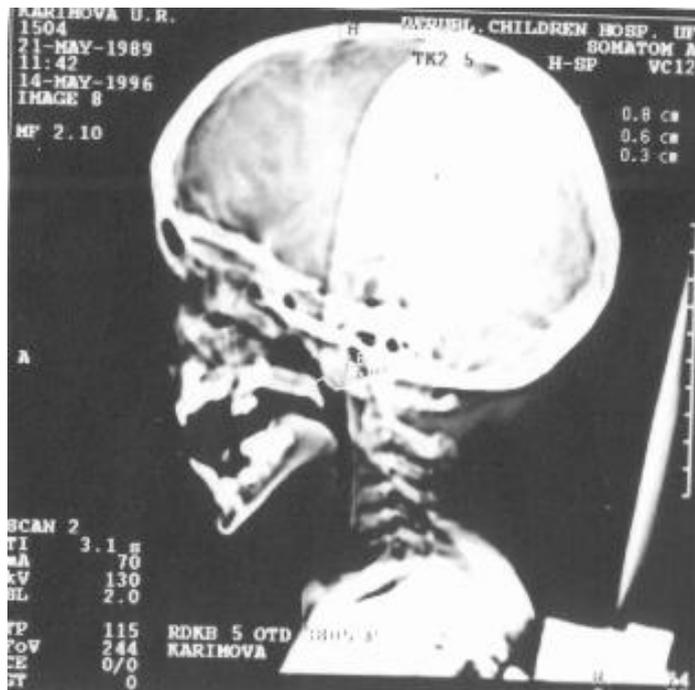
Боковая компьютерная томограмма черепа больной К.Ю. 7 лет через 1год после уранопластики. Состояние нёбно-глоточного затвора в покое. Расстояние от наиболее передней точки валика Пассавана до центральной точки переднего бугорка Атланта (C<sub>1</sub>) 0,5см.
